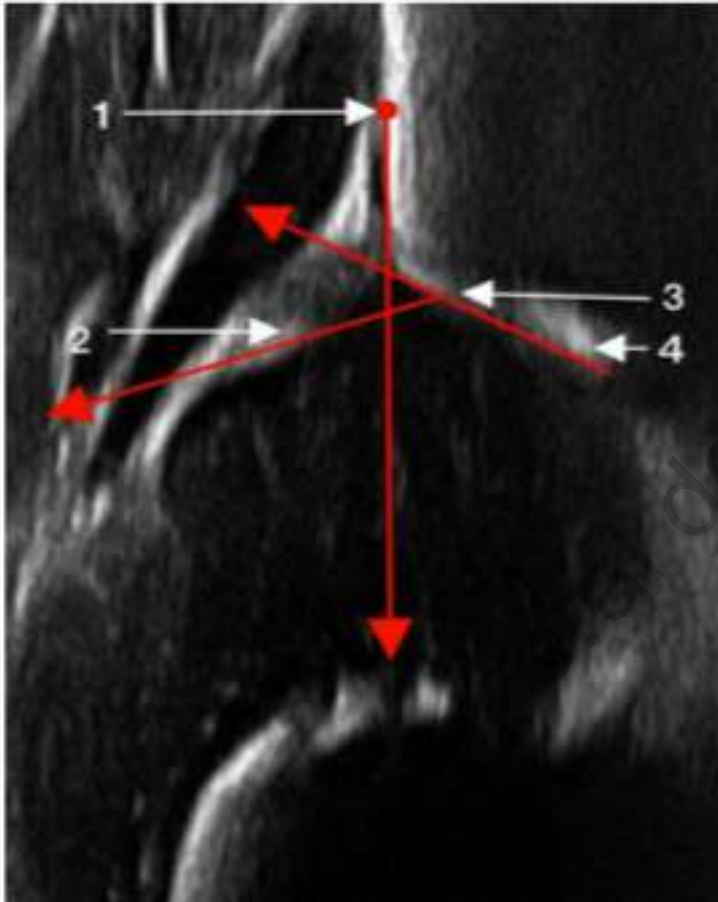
LINEAS DE MEDICIÓN EN ULTRASONIDO DE CADERA
